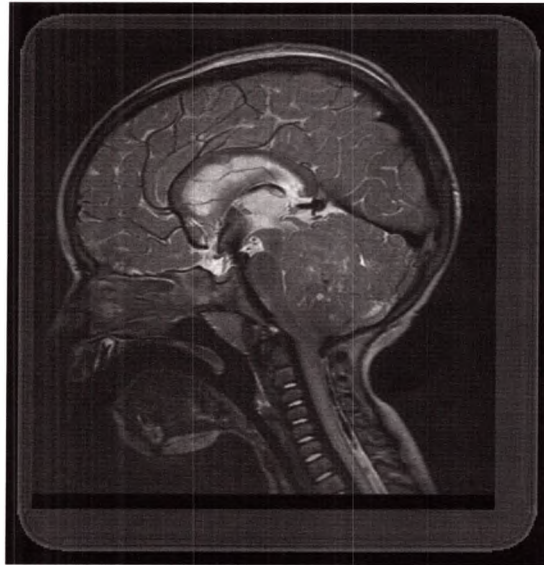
IRM en pondération T2, coupe sagittale. Volumineuse tumeur envahissant le quatrième ventricule, comprimant le tronc contre le clivus et sténosant l'aqueduc du mésencéphale (aqueduc de Sylvius). Médulloblastome.
